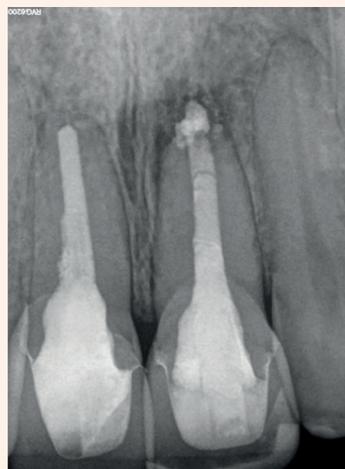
Radiographie dentaire après sept ans de service clinique. La structure dense de l'ancrage du pilier est évidente avec un excès de matériau d'obturation des racines sur la dent 21.
